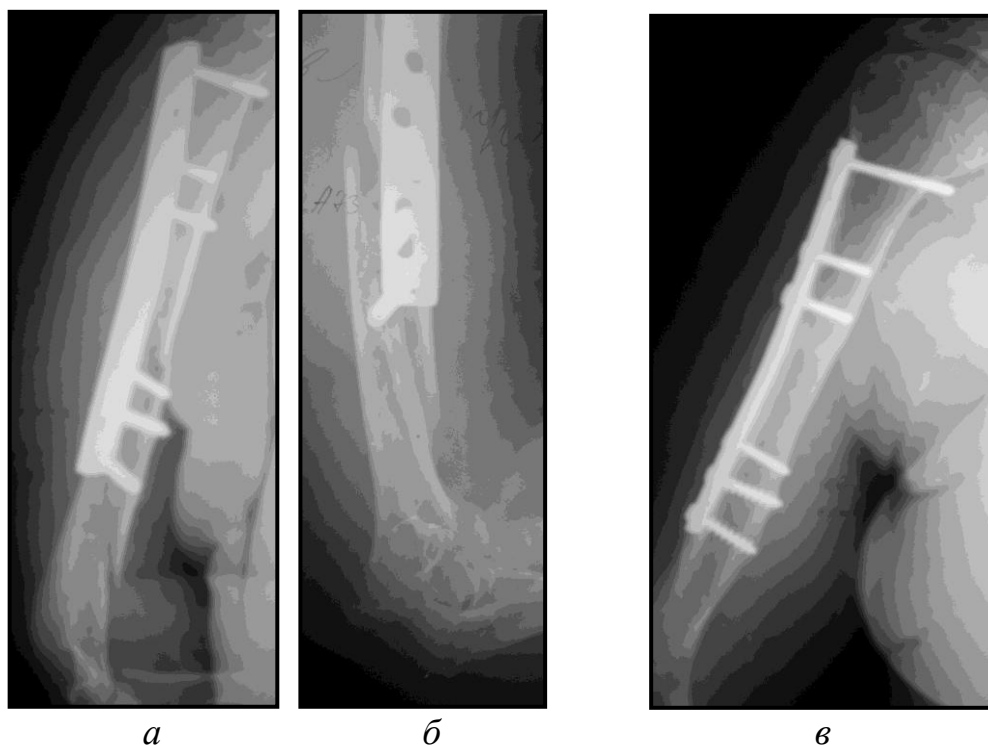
Рентгенограммы правой плечевой кости больной К., 74 лет, и/б №4537.
